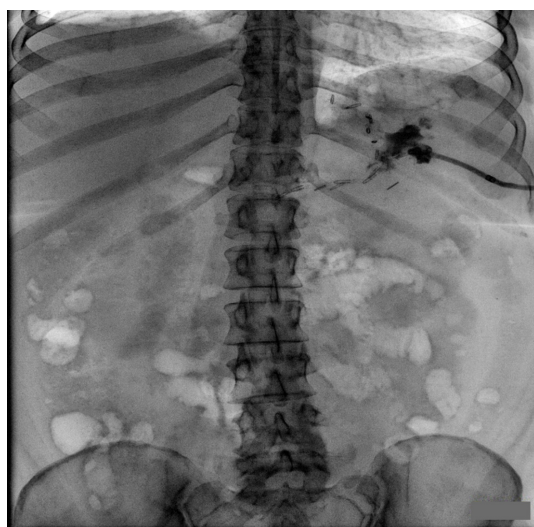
Контрольная рентгеноскопическая фистулография. Уменьшение размеров полости с отсутствием контрастирования ранее визуализируемой фистулы. Сообщения с желудком не выявлено
